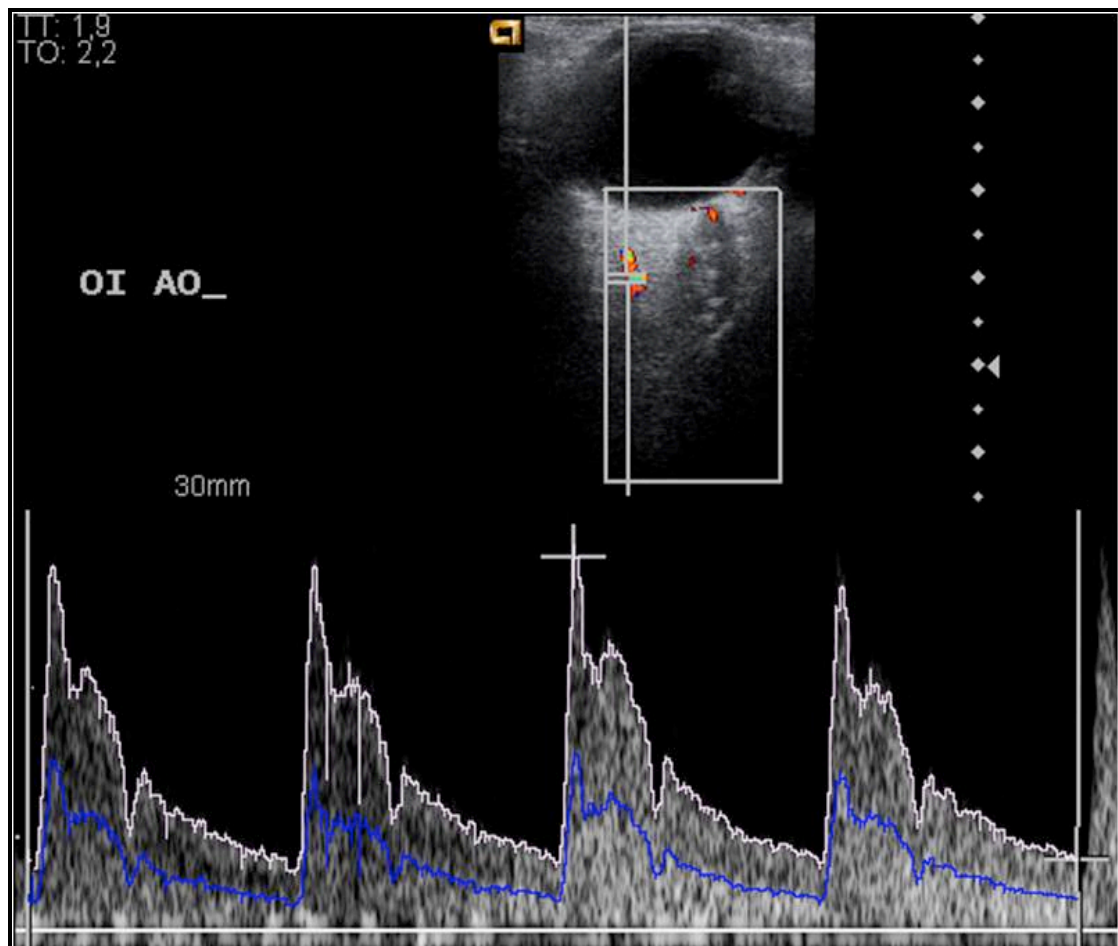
Registro espectral de la Arteria Oftálmica (AO). En la parte superior de la figura se aprecia la imagen Doppler color del ojo izquierdo (OI) de un paciente del estudio, identificando en la región nasal una estructura vascular correspondiente a la AO sobre la que se coloca el volumen muestral sin corrección del ángulo y mediante la herramienta dúplex permite ver simultáneamente su espectro velocimétrico (en la parte inferior de la figura). Se comprueba como el registro espectral de la AO se caracteriza por ser de alta resistencia, fruto de un afilado pico sistólico y un relativo bajo flujo diastólico, con un patrón dícroto en fase de desaceleración.
